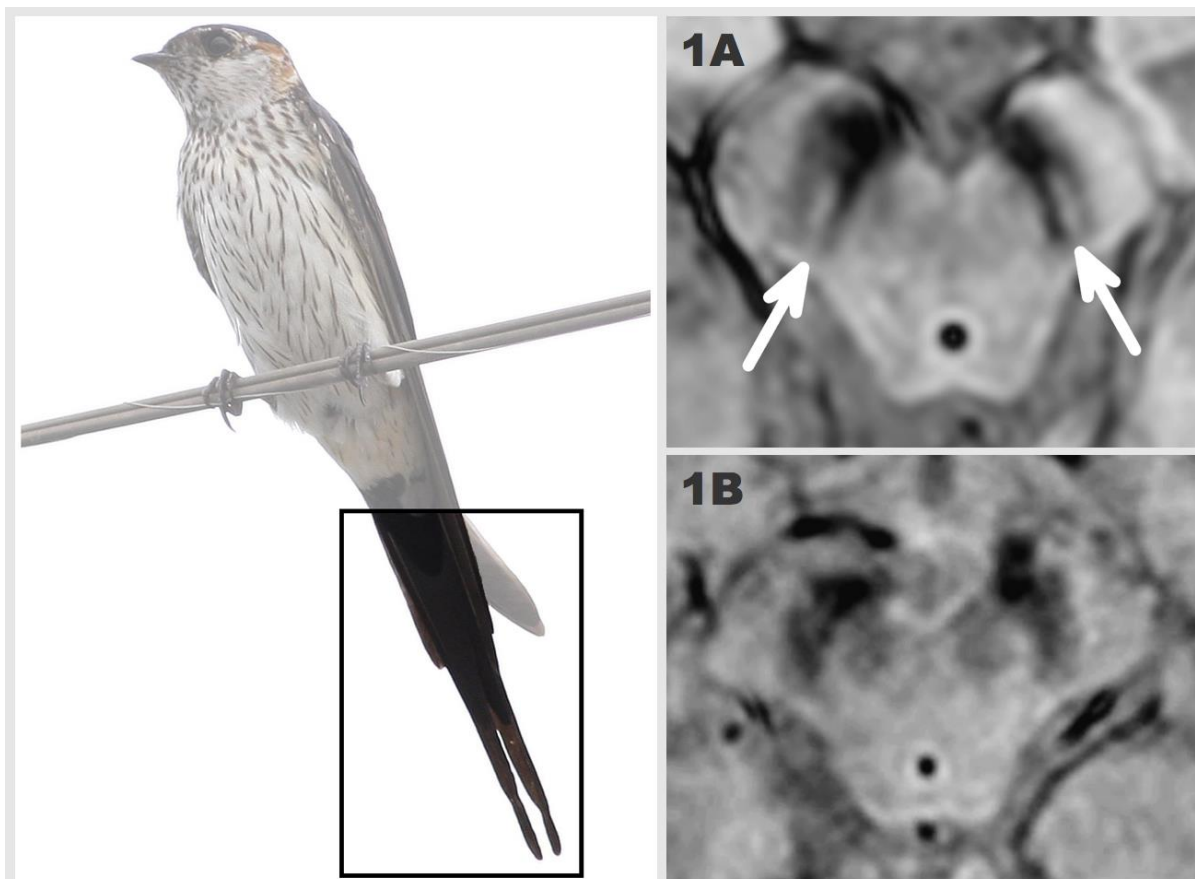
Swallow tail. 1A. Healthy individual - swallow tail appearance. 1B. Parkinson's disease - absent swallow tail sign. Adapted from Schwarz ST, Afzal M, Morgan PS et-al. The 'swallow tail' appearance of the healthy nigrosome - a new accurate test of Parkinson's disease: a case-control and retrospective cross-sectional MRI study at 3T. PLoS ONE. 2014;9 (4): e93814.
